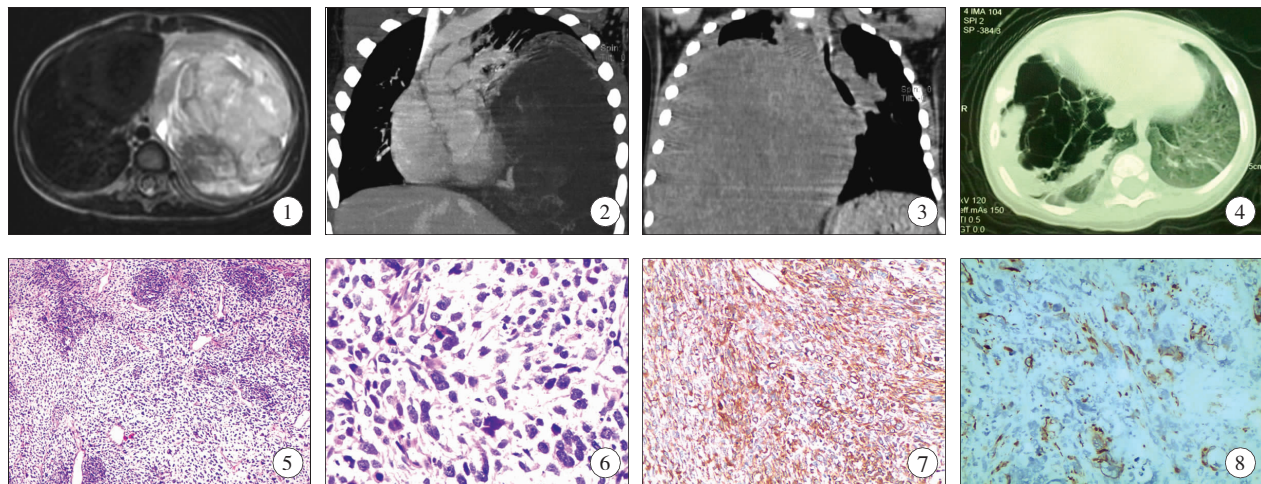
MRI:左侧胸腔巨大不均质肿物; 图 2 CT 强化:左侧胸腔内可见一异常强化肿块影,其内强化不均匀,肿物边缘明显强化,可见一条异常强化血管影进入肿物内部; 图 3 CT 强化:右侧胸腔内未强化低密度区,心脏及大血管明显受压移位,内部可见对比剂充盈,气管及右主支气管明显受压变形; 图 4 右肺囊性腺瘤样病变; 图 5 原始胚胎的圆形或卵圆形的恶性小细胞成片分布,胞质较少,核圆形或卵圆形,深染,部分细胞呈巢状分布(HE × 200); 图 6 原始细胞胞质空泡状,核深染,可见明显核分裂现象(HE × 400); 图 7 免疫组化 Vimentin(+),EnVisin 法; 图 8 免疫组化 desmin(+),EnVisin 法。
